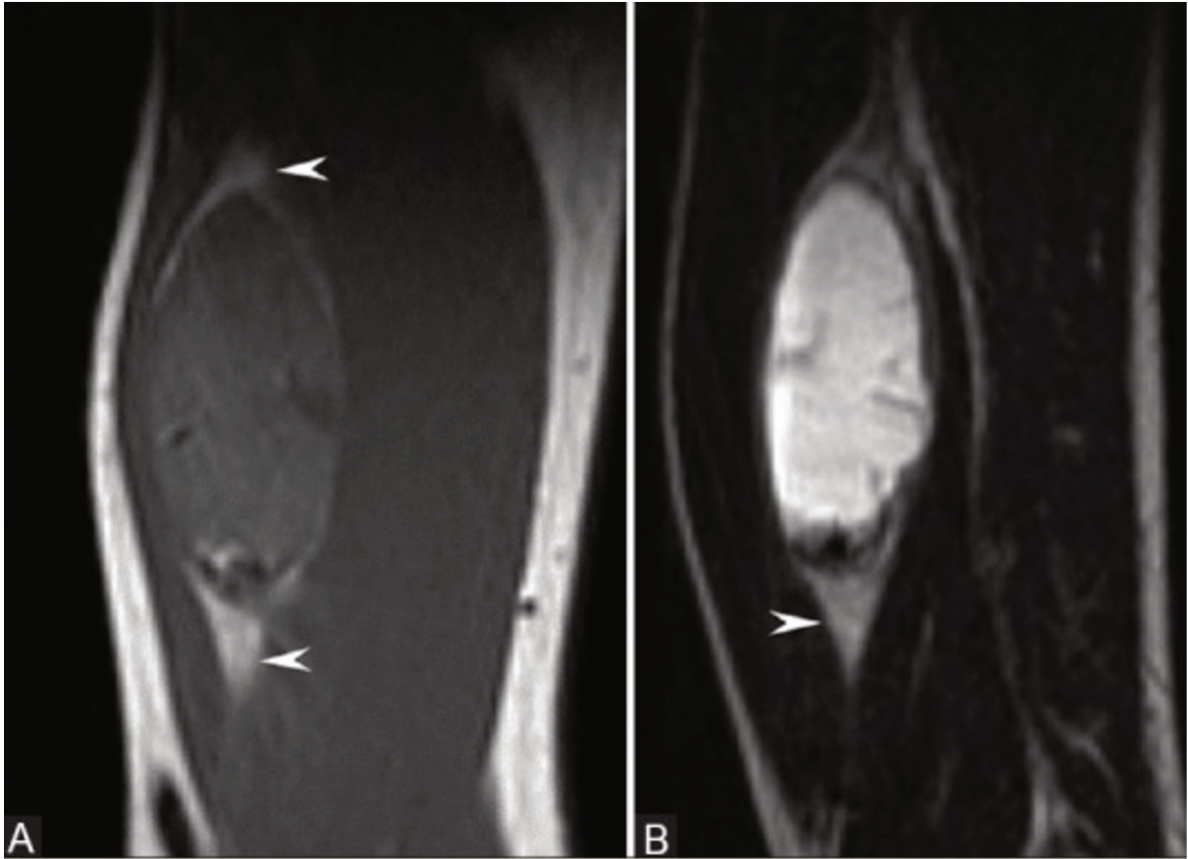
IRM T1 (a) et IRM T2 sans injection (b)
